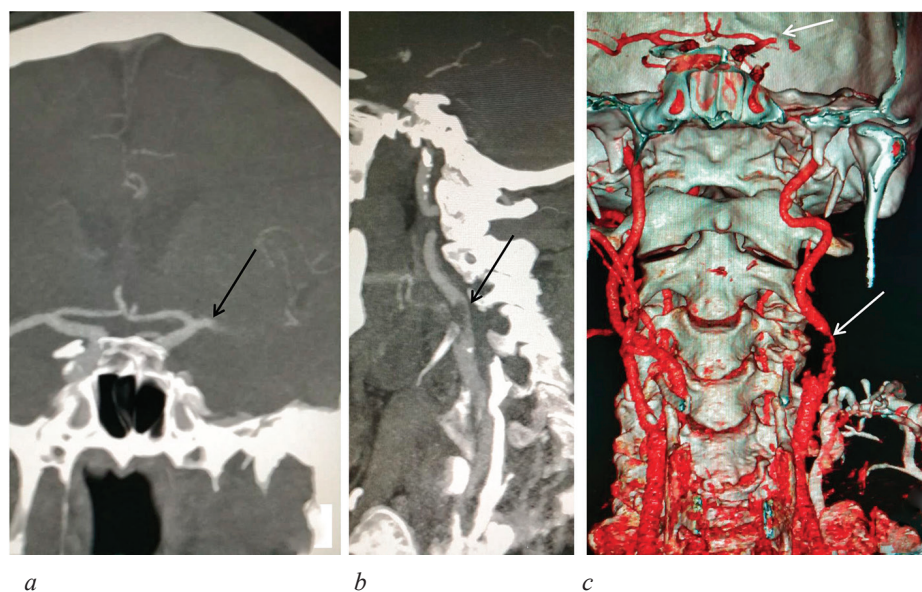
Компьютерная томограмма-ангиограмма при поступлении: окклюзия сегмента М1 средней мозговой артерии (стрелка, *a*); тромб внутренней сонной артерии (стрелка, *b*); 3D-реконструкция, окклюзия сегмента М1 средней мозговой артерии и тромб внутренней сонной артерии (стрелки, *c*)
